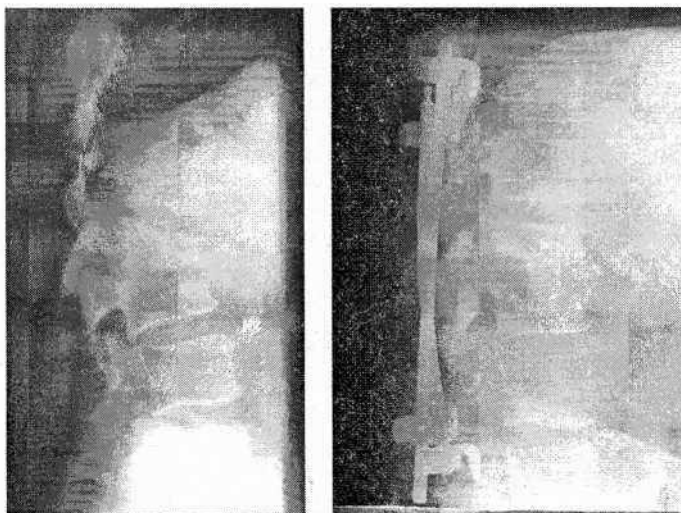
Задняя фиксация позвоночника дистрактором и контрактором по поводу компрессионного перелома Ц позвонка (рентгенограммы до и после операции)
